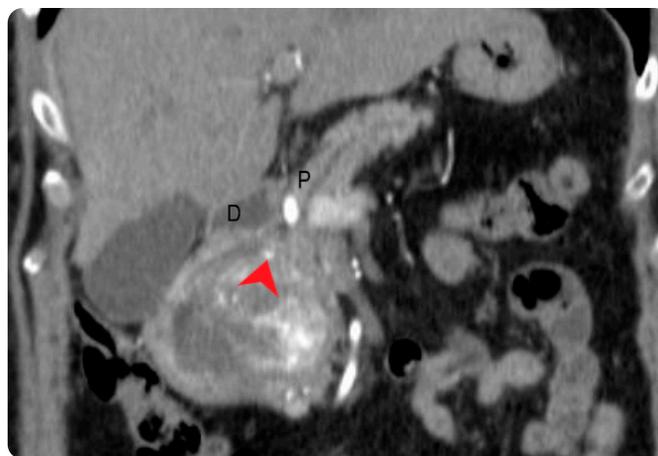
TAC de abdomen, coronal: masa sólida heterogénea que se expande hacia el surco pancreatoduodenal (flecha roja). P: páncreas. D: duodeno.
